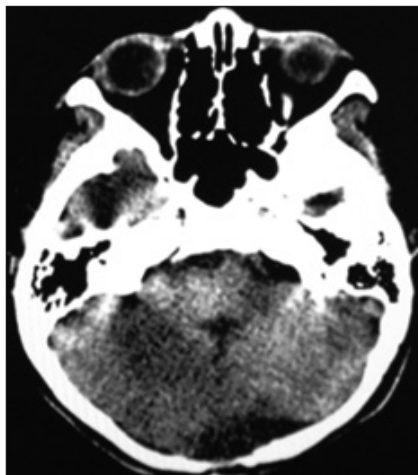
TAC de Cráneo 6 meses después de la resección del Quiste Aracnoideo.
